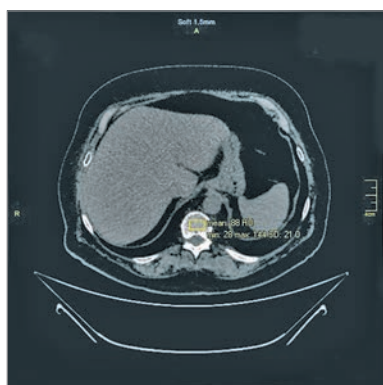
Аксіальний зріз КТ пацієнтки С. з денситометричними показниками поперекового відділу хребта на початку постковідного періоду
